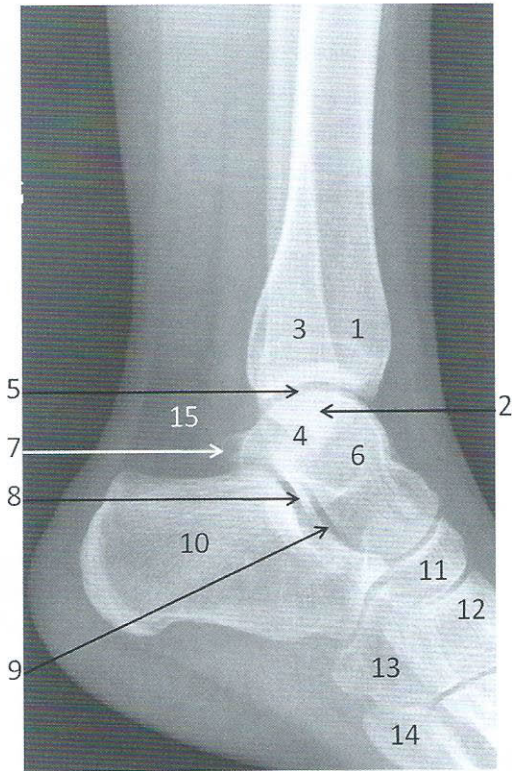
Radiographie de la cheville droite de profil
